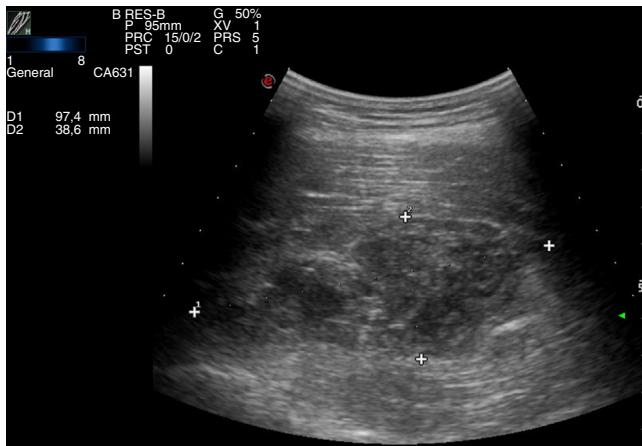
Ecografía de partes blandas que muestra hematoma intramuscular de 35 × 52 × 97 mm.
